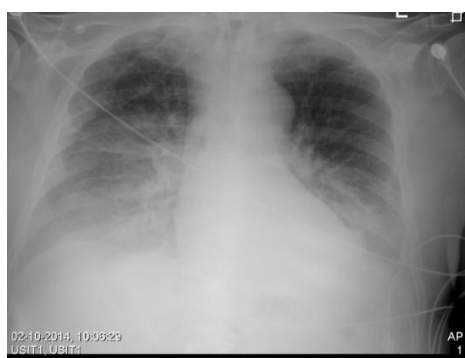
Telerradiografia de tórax de 02/10/2014 com tubo traqueal no local da traqueostomia
